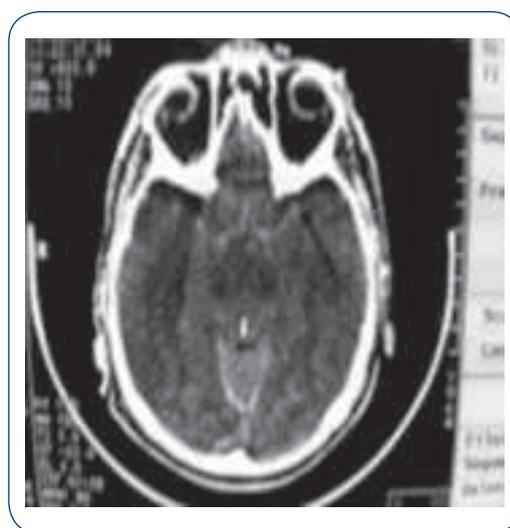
Hematoma subdural – agudo – CT crânio.
